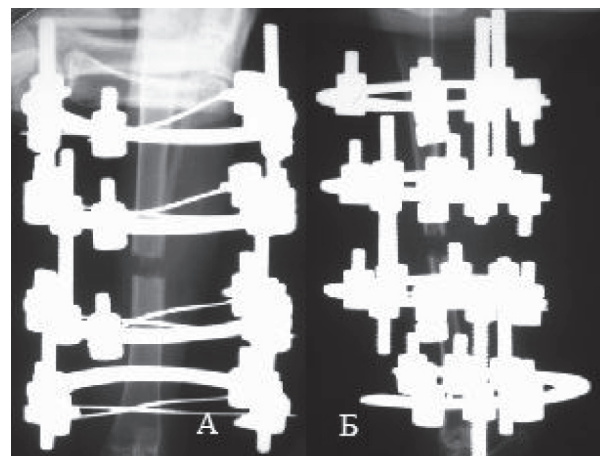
Кролик, рентгенограмма голени 1-е сутки эксперимента; 1 – поперечный дефект между отломками костей голени 1 см; 2 – ось конечности правильная; 3 – края отломков с ровным контуром по прямой; 4 – края отломков с ровным контуром по боковой проекции. А – прямая проекция; Б – боковая проекция.
